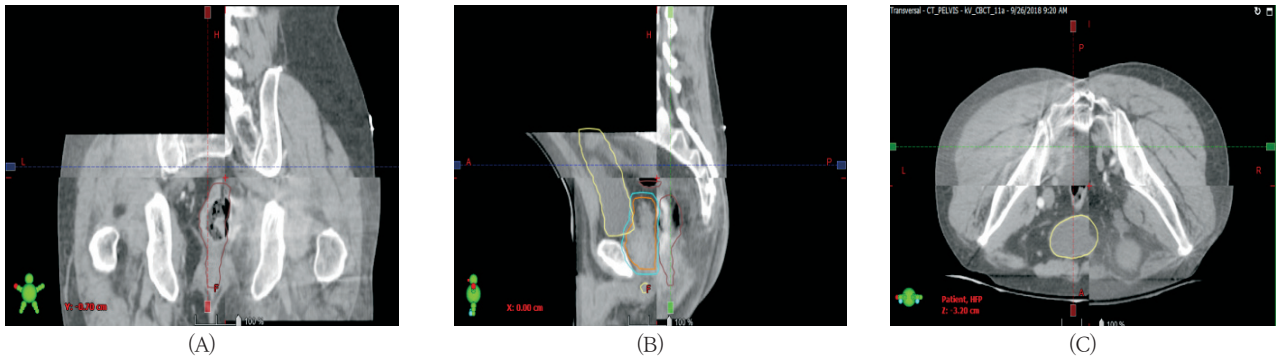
Image registration cone-beam computed tomography
